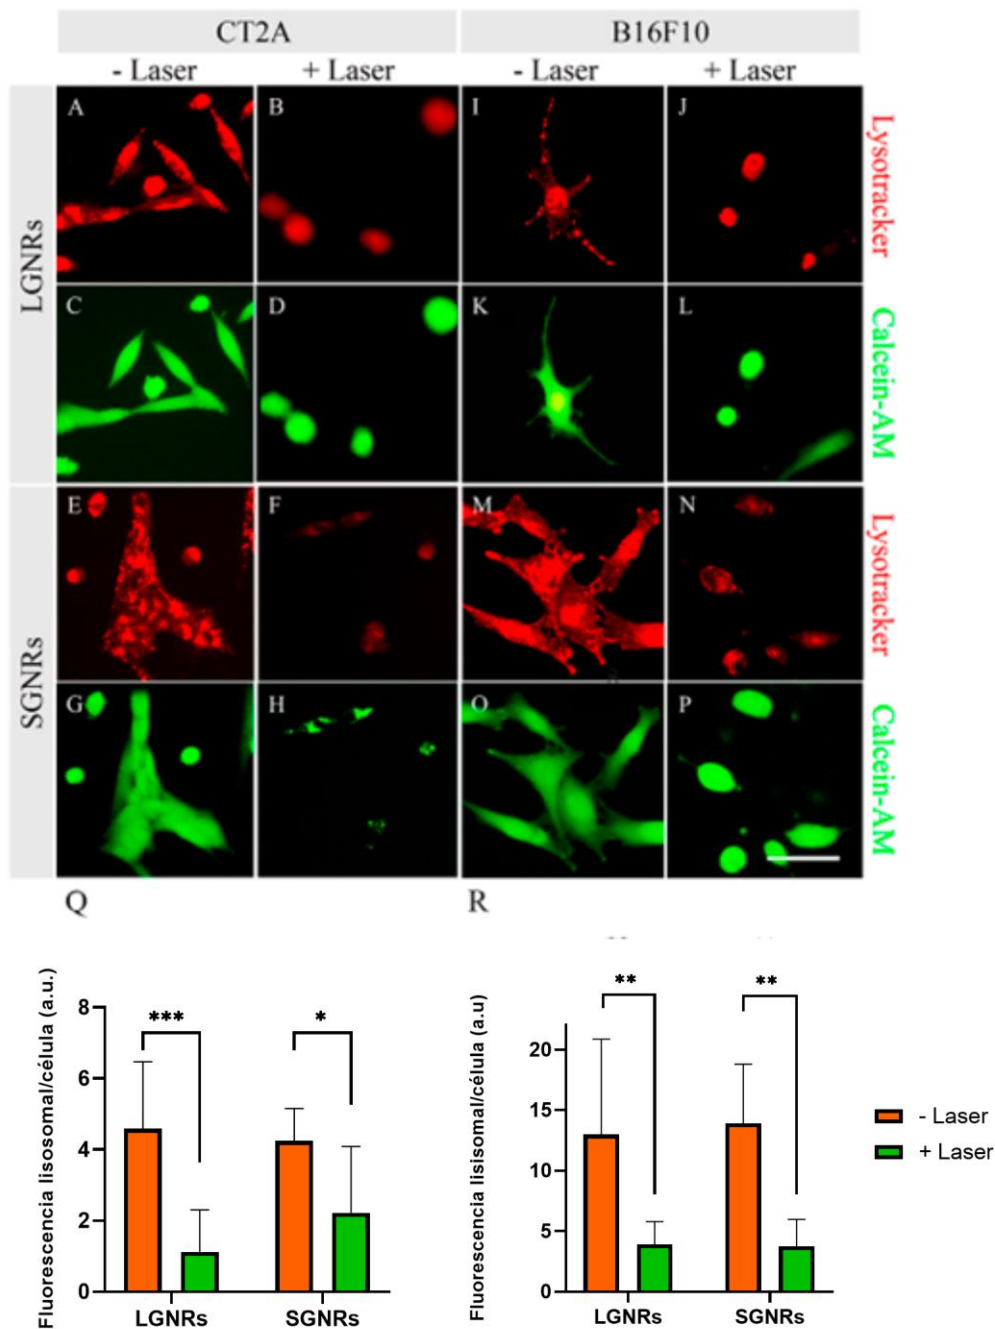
Tinción lisosomal y de calceína en células CT2A (A-H) y B16F10 (I-P) incubadas con LGNRs y SGNRs a 2 $\mu\text{g/ml}$ durante 24 h y sometidas después a tratamientos PTT irradiando las células con un láser de 808 nm a 4,5 W durante 30 min. Los lisosomas se tiñeron de rojo con LysoTracker y las células viables de verde con Calcein-AM. La intensidad de fluorescencia de la tinción lisosomal por célula viable se cuantificó en todas las condiciones utilizando ImageJ en células CT2A (Q) y B16F10 (R). * $p < 0,05$;  $p < 0,01$; * $p < 0,001$. Barra de escala: 20 μm .
